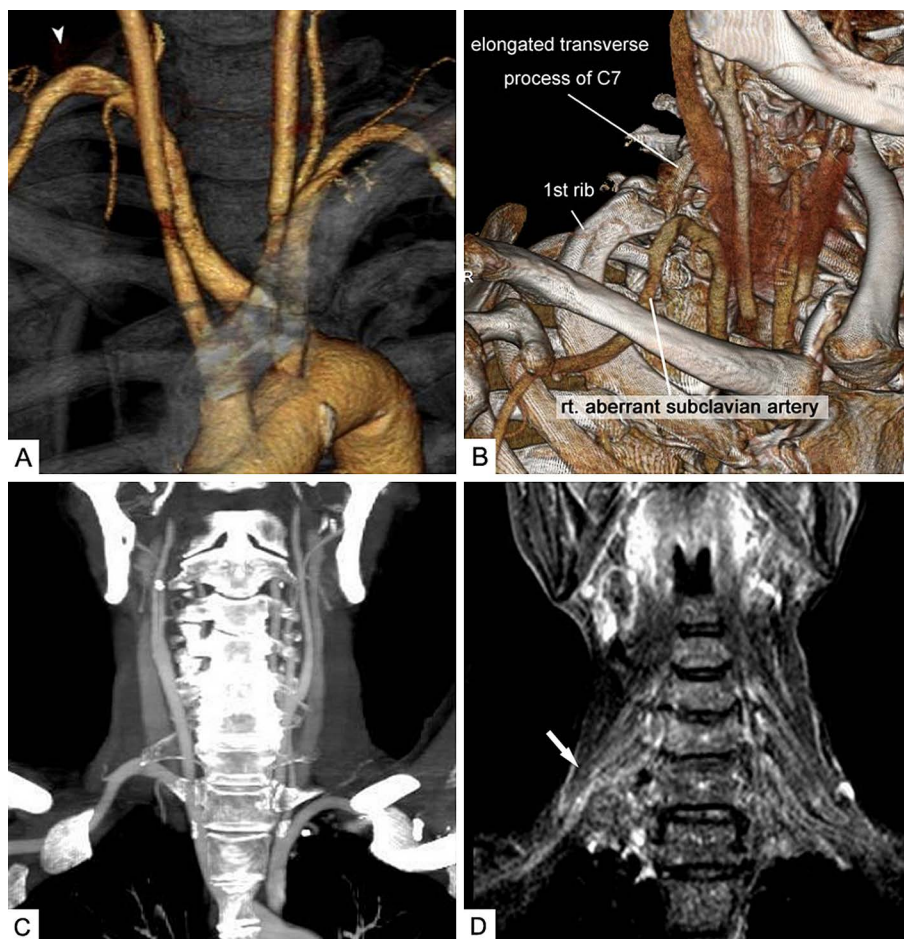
Contrast-enhanced three-dimensional computed tomography (A–C) and magnetic resonance (D) images.
